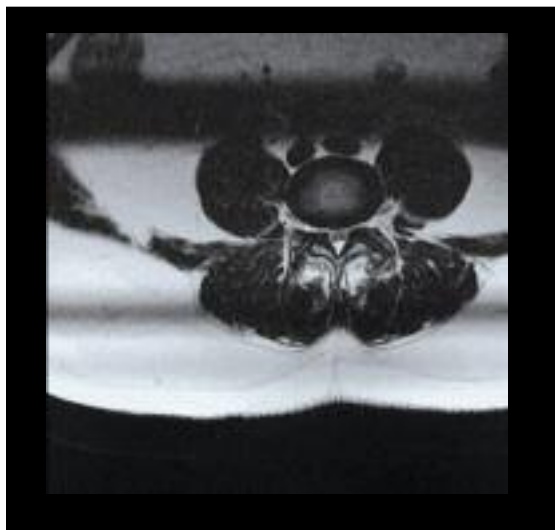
RMN préchirurgie montrant la sténose spinale à L4L5. La sténose est surtout latérale et causée par une hypertrophie du ligament jaune ainsi que des facettes articulaires
